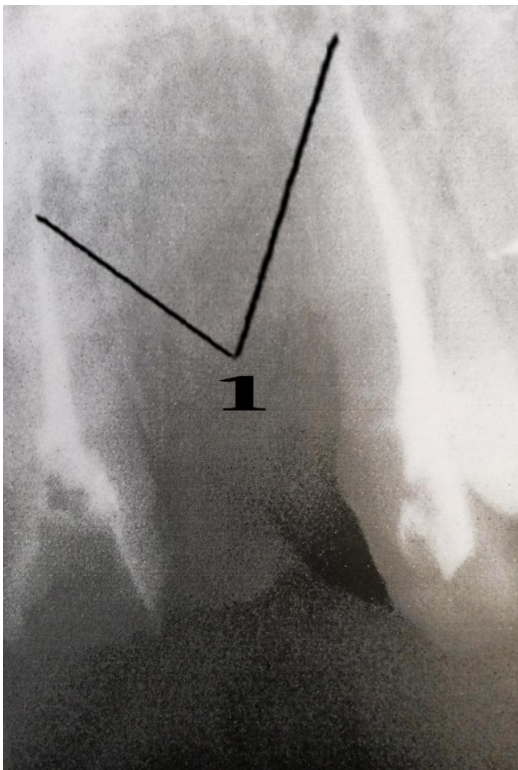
Тот же больной. Прицельная внутриротовая рентгенограмма
